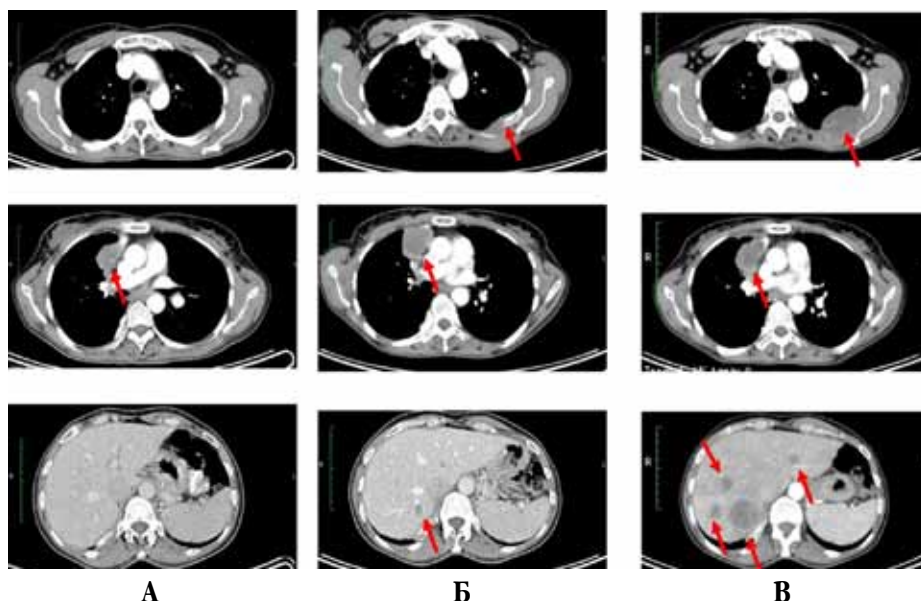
КТ органов грудной клетки на фоне лечения: I: А) до лечения; Б) 1 мес. на фоне терапии; В) 3 месяца на фоне терапии
